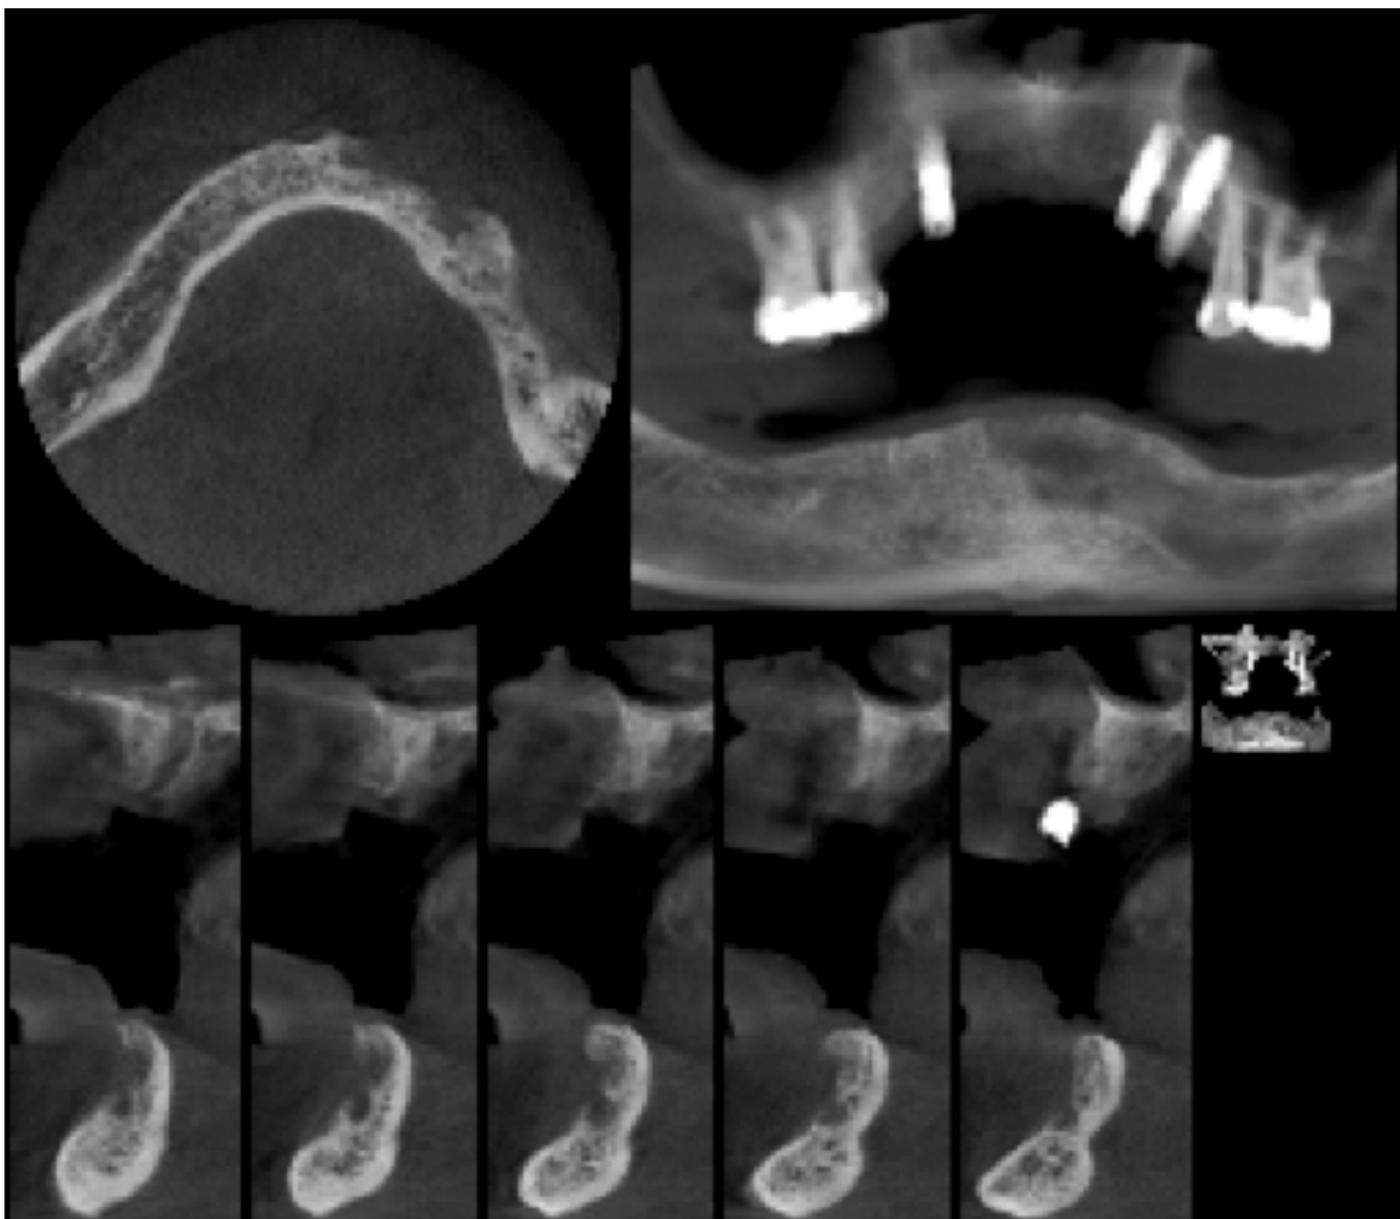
CBCT Preoperatorio.
